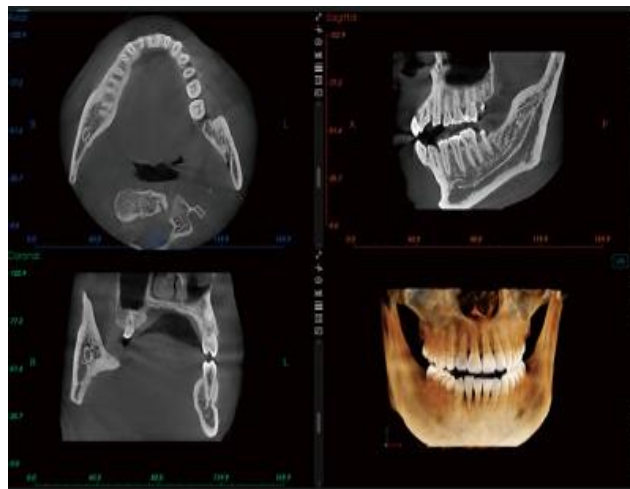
Πρωτόκολλο εξέτασης CBCT
